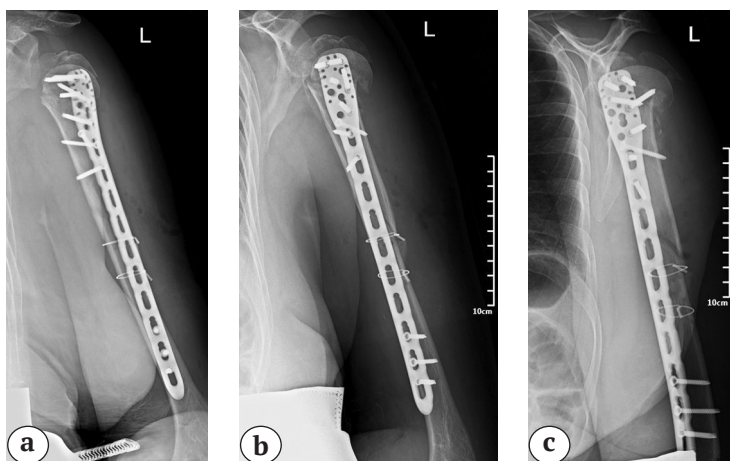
Рентгенограммы в раннем послеоперационном периоде после остеосинтеза плечевой кости пластиной Long PHILOS и серкляжами:
